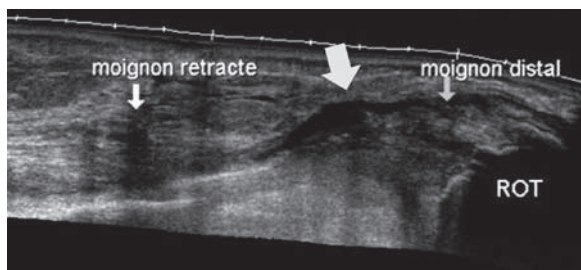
Coupe sagittale d'échographie : rupture complète du tendon quadricipital.
